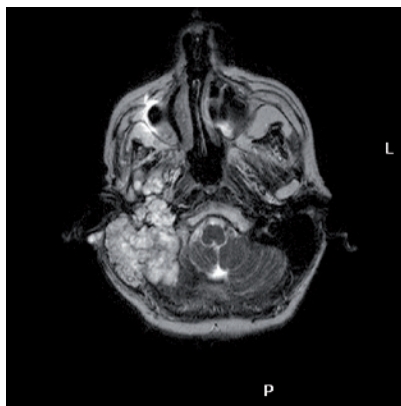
RM en plano axial T2 de Ca mucoepidermoide de parótida derecha. La masa presenta alta intensidad de señal heterogénea en T2, infiltrando grupos musculares masticatorios y rama mandibular, de límites imprecisos y rebordes polilobulados, no encapsulada, de características malignas.
